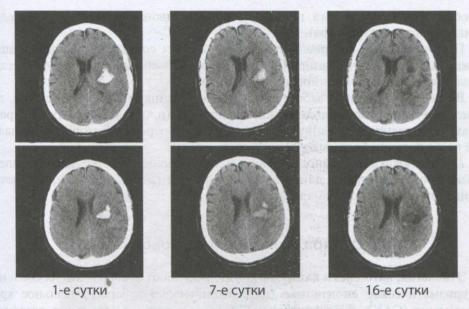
Внутримозговое кровоизлияние в разные сроки от начала заболевания по данным рентгеновской KT
